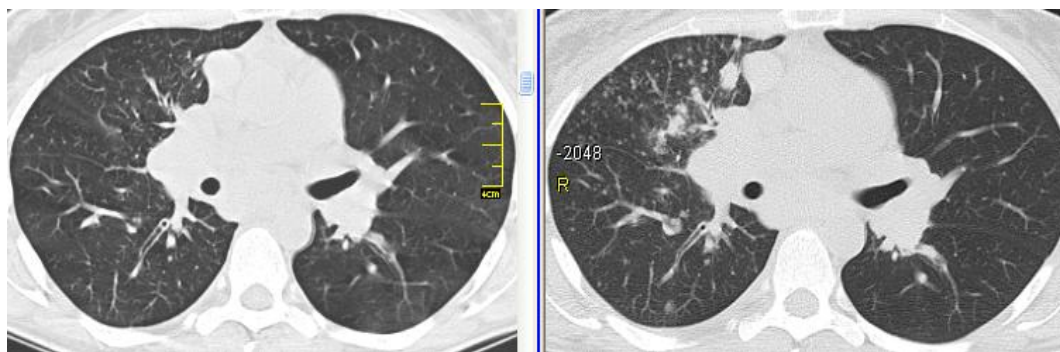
КТ хворої П. (ліворуч – вихідні дані, праворуч – через 3 міс. спостереження): прогресування саркоїдозу – збільшення вузликової дисемінації з появою вузлів в S_{4,5} правої легені
